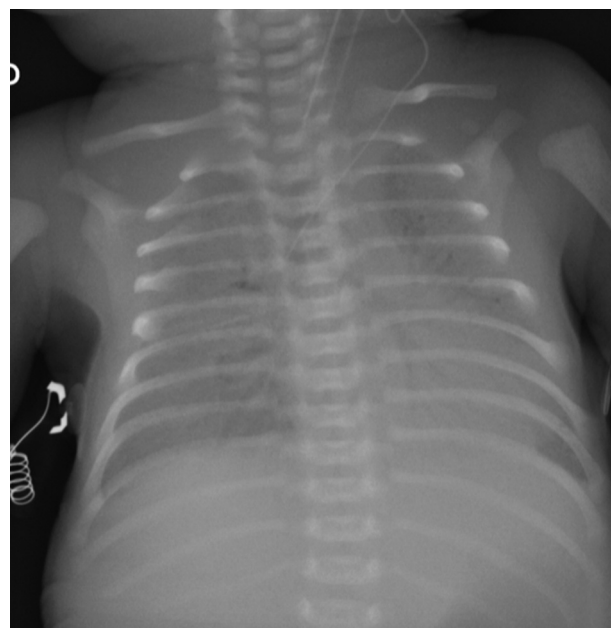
Radiografía de tórax a los 7 días con velamiento difuso y broncograma aéreo. Paciente con ventilación de alta frecuencia oscilatoria y óxido nítrico inhalado.
